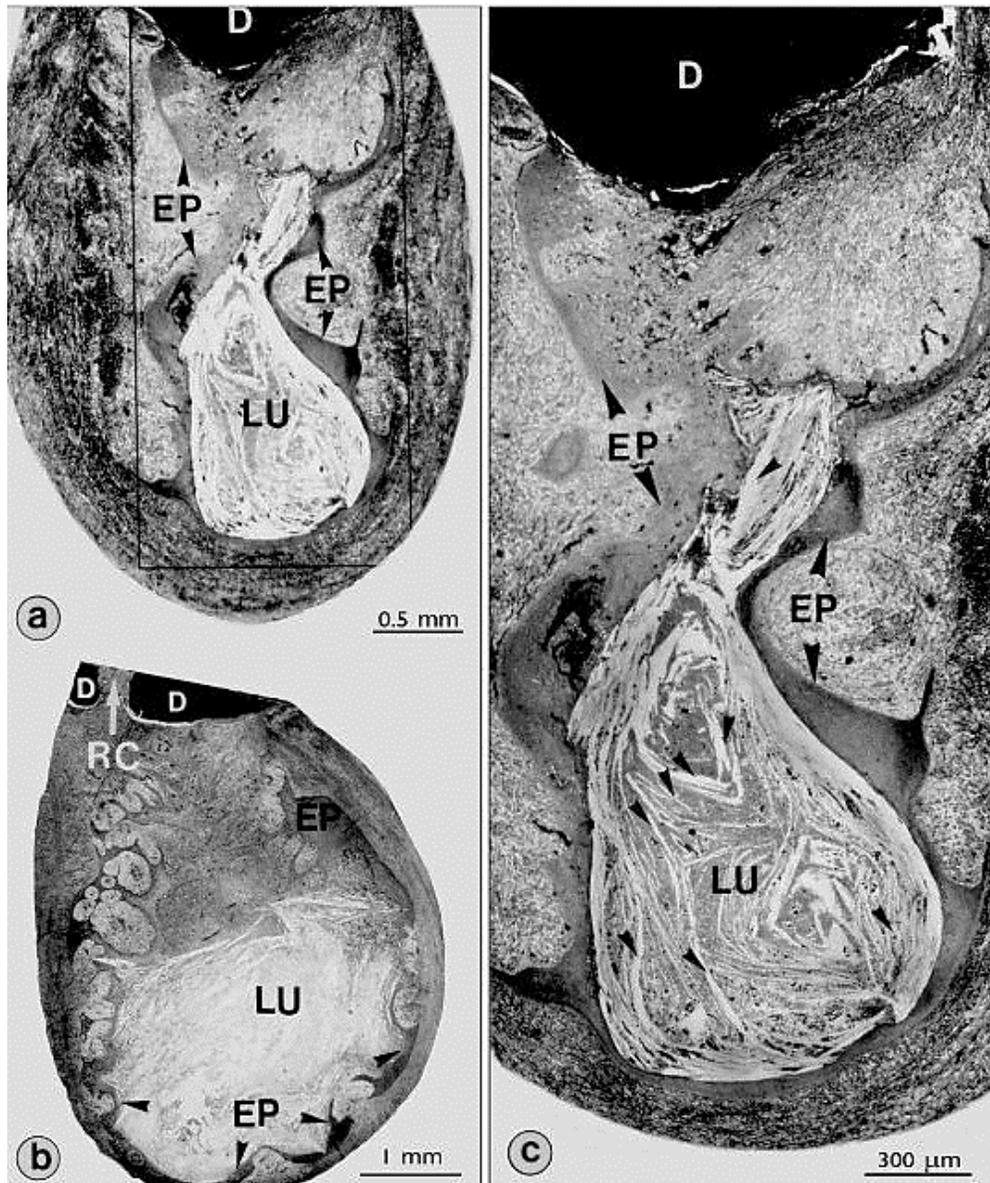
Estructura de un quiste periapical verdadero, donde la luz del quiste se encuentra atrapado por epitelio escamoso estratificado sin tener comunicación con el conducto radicular.⁽²⁾
